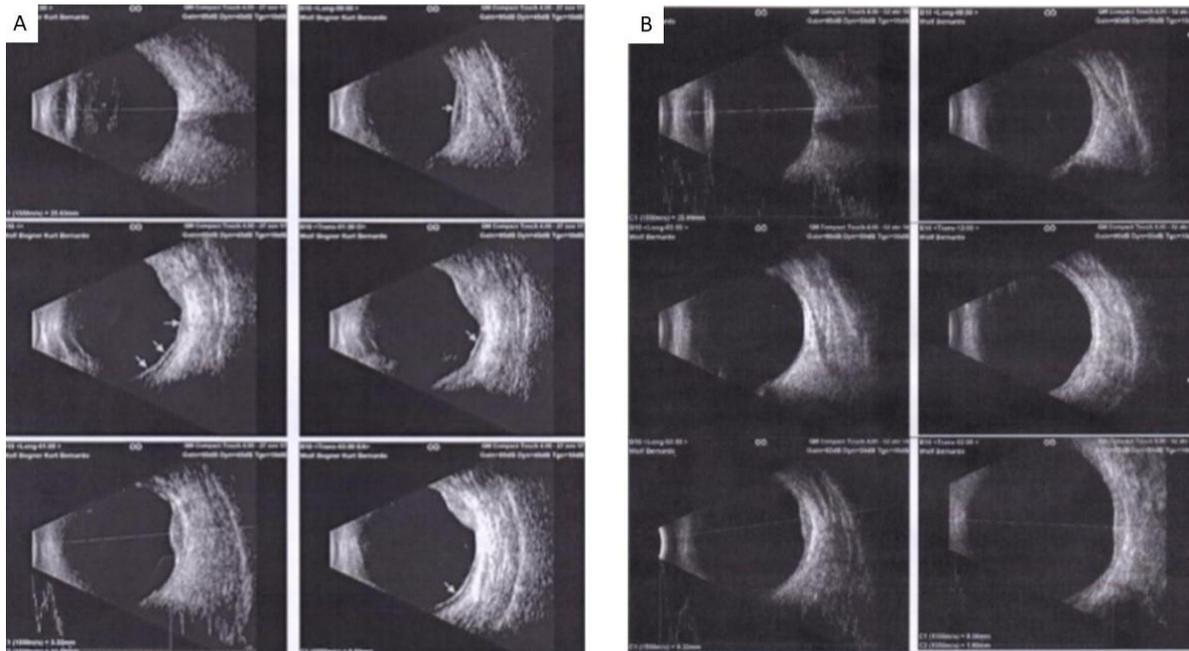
Ecografía ocular del paciente de Figura 1, A: antes del tratamiento y B: posterior al tratamiento con braquiterapia con yodo 125.
